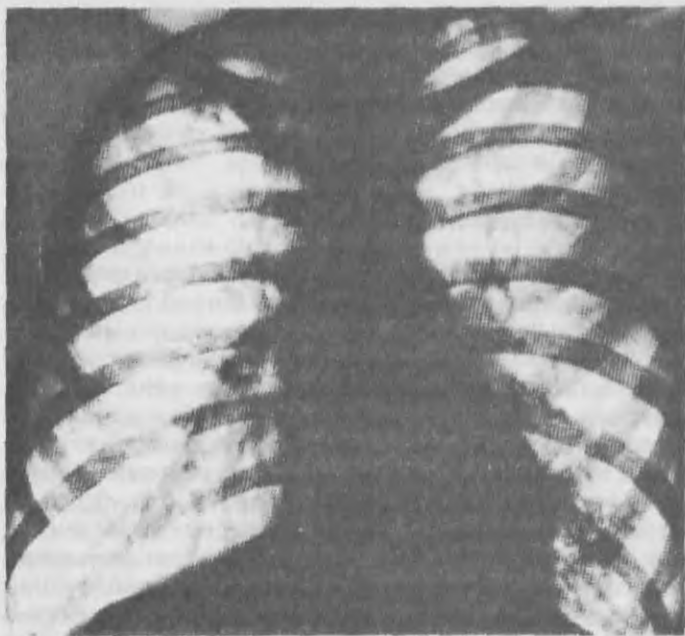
Рентгенограмма больного 18 лет, страдающего хронической пневмонией нижней доли слева и язычкового сегмента, деформирующим бронхитом с бронхоэктазами (S 4, 5, 6, 8, 9, 10); фаза стихающего обострения. Легочный рисунок нижней доли левого легкого деформирован и избыточен за счет перибронхиальной инфильтрации.
